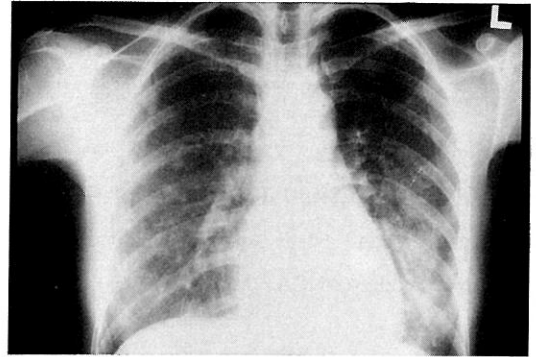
Chest radiograph of a patient with hypersensitivity pneumonitis shows bilateral mixed interstitial and alveolar infiltrates.
